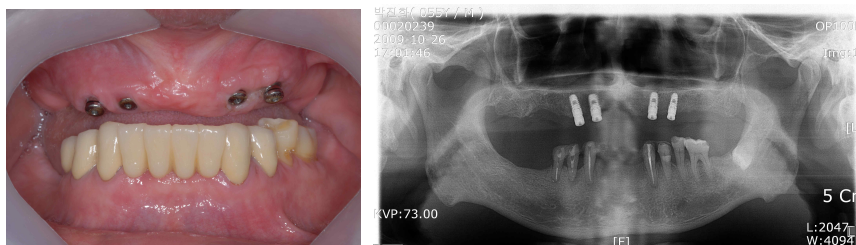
intraoral view and panoramic radiograph after implants placement.
